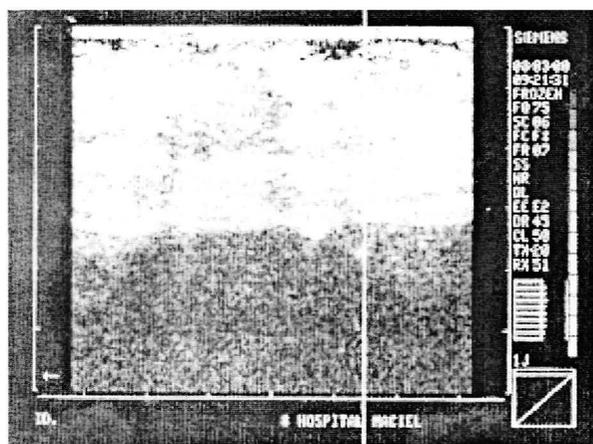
Ecografía. Imagen que muestra el compromiso del plano muscular.
